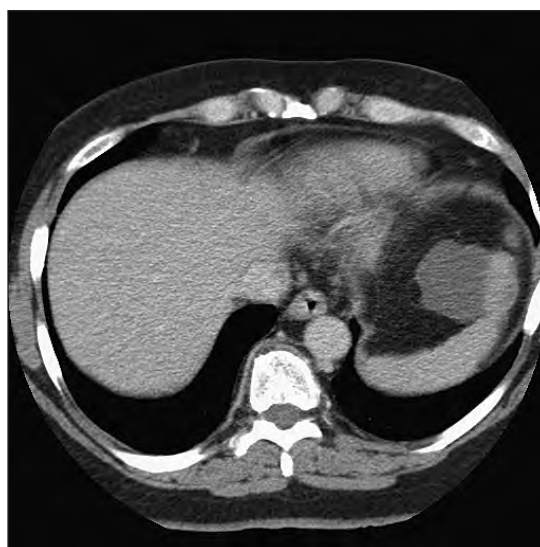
Компьютерная томография. Определяется осумкованная жидкость. Контрольное исследование в августе 2006 года
